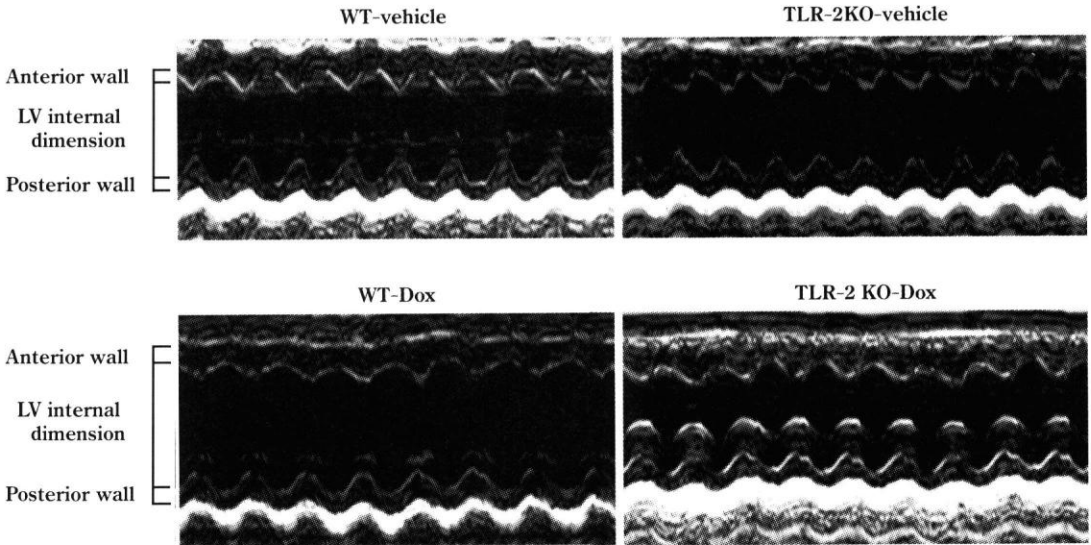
ドキソリピンなし vehicle を腹腔内に投与した 1 週後の M モード心エコー図(文献 5 より引用)
